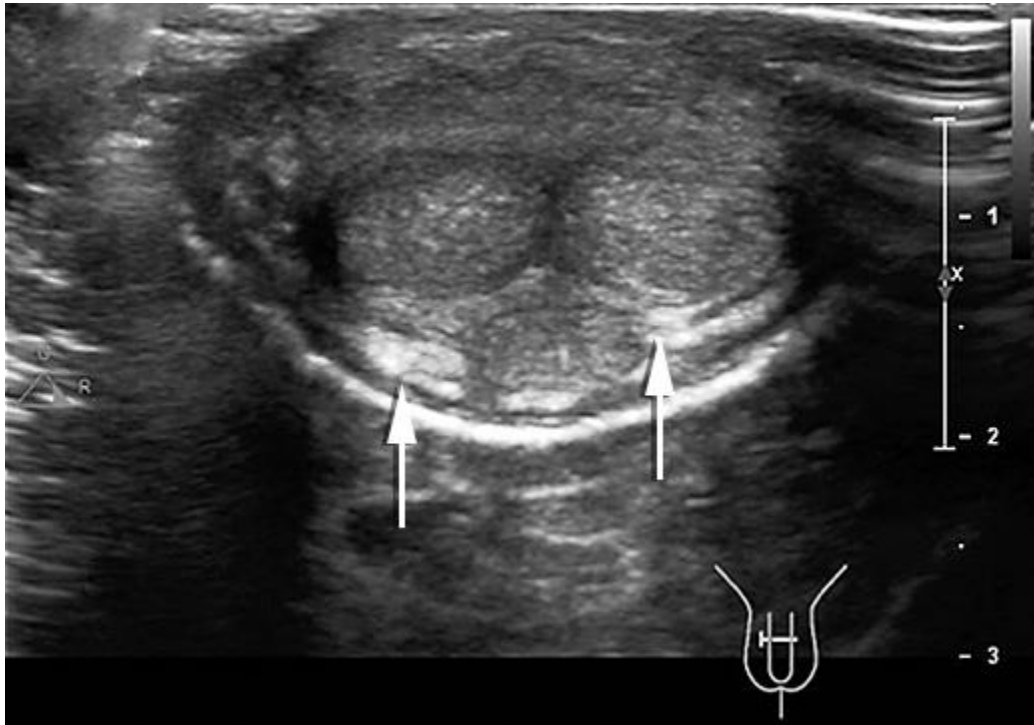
Ultrasonido en corte transversal que muestra engrosamiento de la albugínea en la cara dorsal del pene (flechas).
